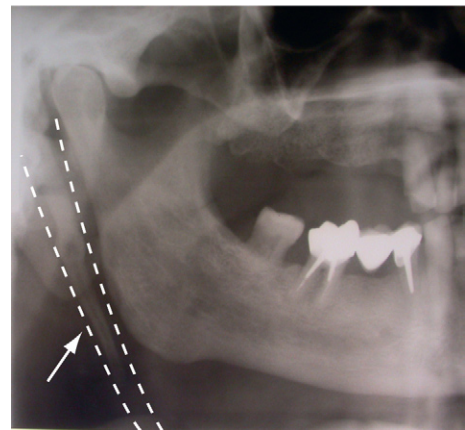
Radiografía panorámica centrada en una apófisis estiloides larga que sobrepasa el borde inferior de la mandíbula.
